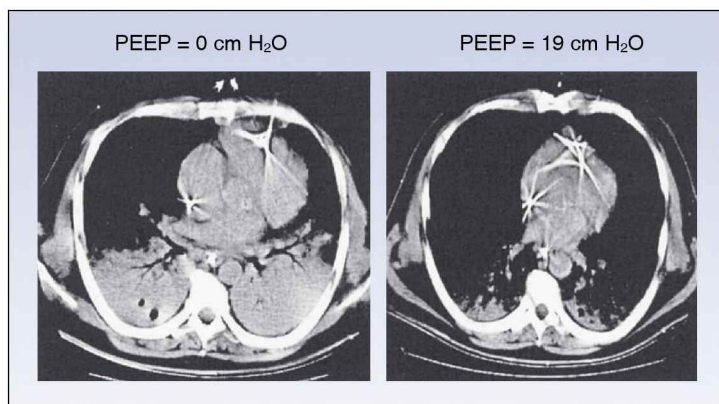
Imagens de TC de tórax de um paciente com SARA mostrando a influência da PEEP na aeração pulmonar (recrutamento alveolar). Imagens da Referência 19.
